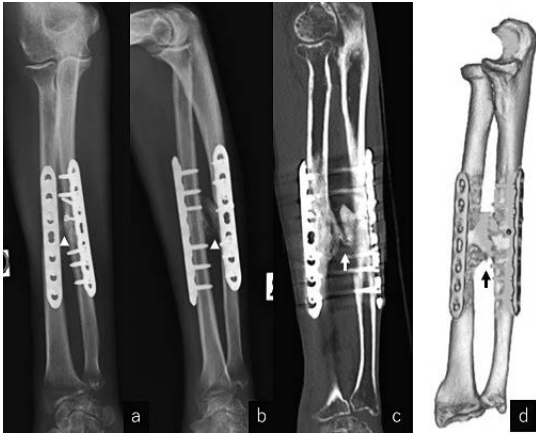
症例3 術後4か月の右前腕単純X線 a. 正面像 b. 側面像：骨折部周囲の橈尺骨間に異所性骨化(矢頭)がある。右前腕単純CT c. 冠状断像 d. 水平断像：骨幹膜に沿って広範に異所性骨化が存在(矢印)。
